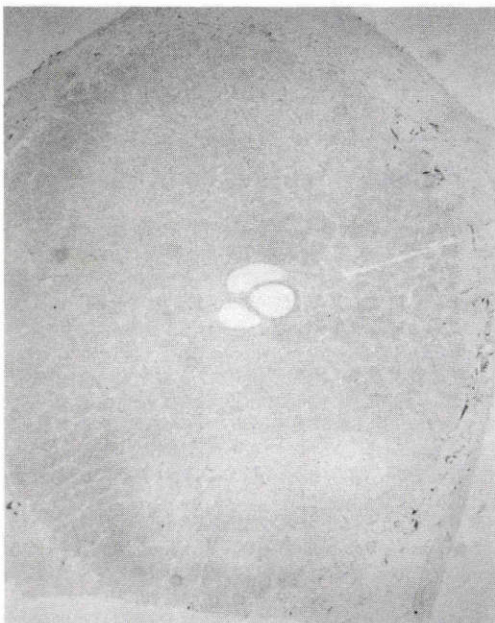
コントロール眼(眼圧=15mmHg, 5時間)の視神経乳頭横断切片の autoradiograph(写真上:上側, 下:下側, 右:耳側, 左:鼻側, ×20, toluidine blue 染色)。
